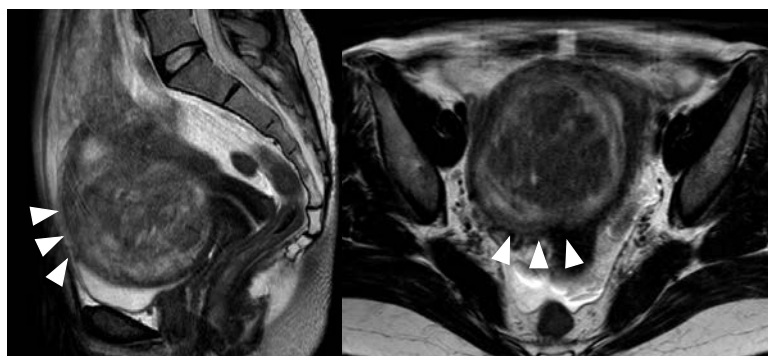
腹腔鏡下子宮全摘出術前のMRI：多発筋腫を認める
